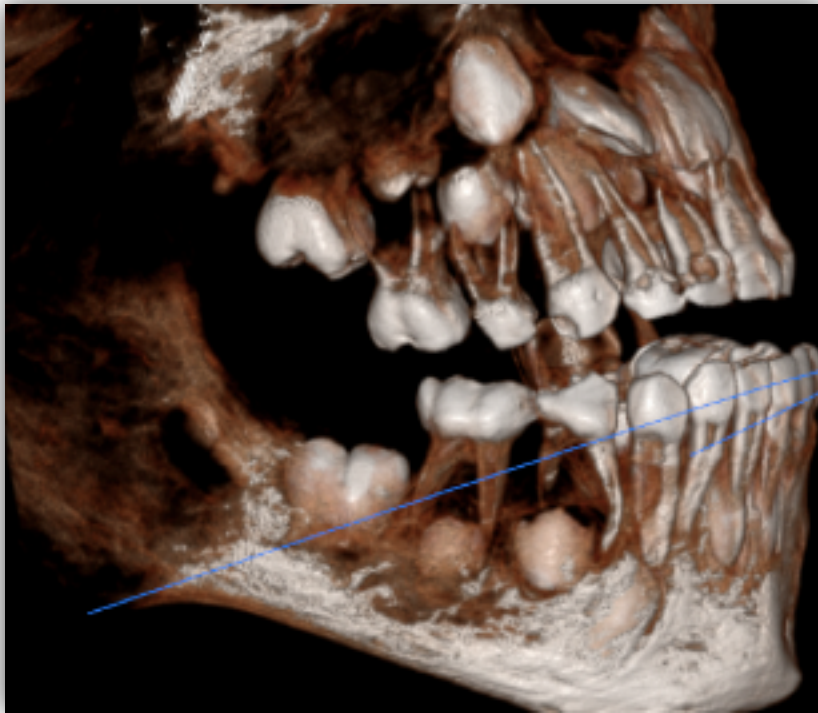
Tomografía inicial de maxilares donde se observa la reabsorción radicular en zona de primer molar inferior derecho.
